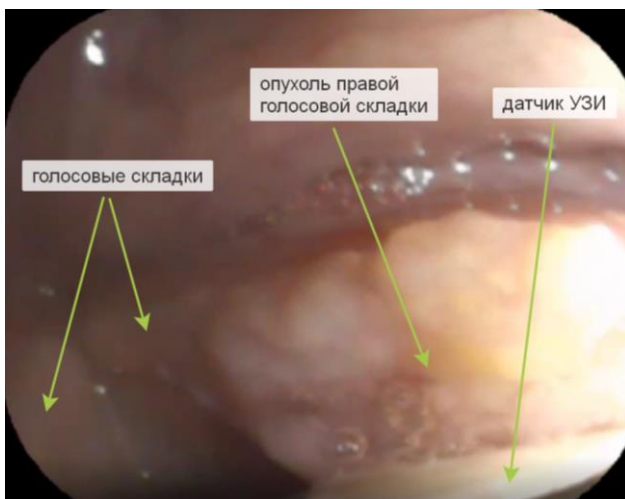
Эндоскопическая картина гортани. В средней трети правой голосовой складки опухоль экзофитной формы роста на широком основании, к которой подведен датчик УЗИ.
